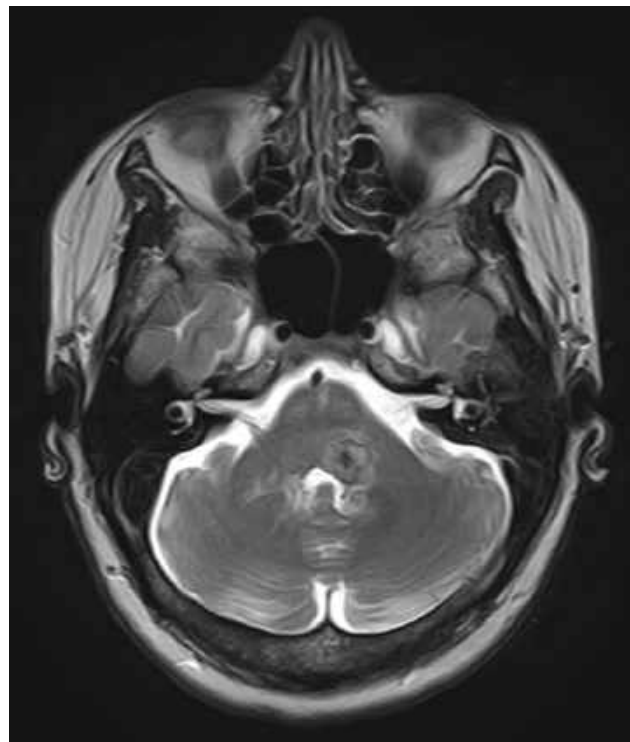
Кореспондуючий зріз на МРТ головного мозку (Т2 ЗЗ, аксіальний зріз). Гіперінтенсивний центр з гіпоінтенсивним обідком. (спостереження №28, хвора Р-а, історія хвороби №833).
